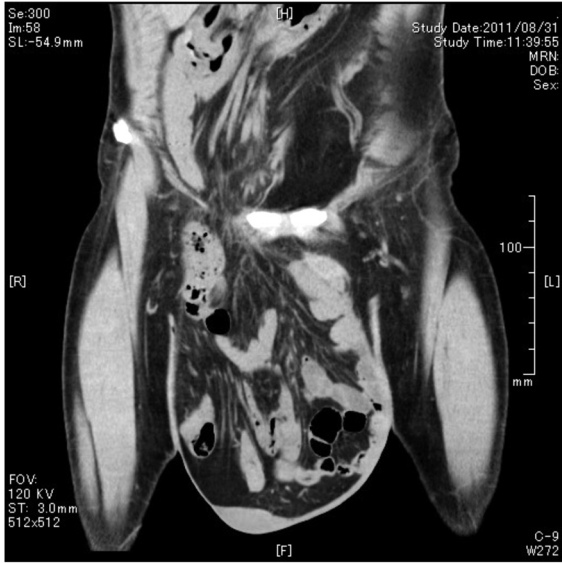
鼠径・大腿部 CT (矢状断正面)：膝に達するほどの巨大な鼠径ヘルニア
